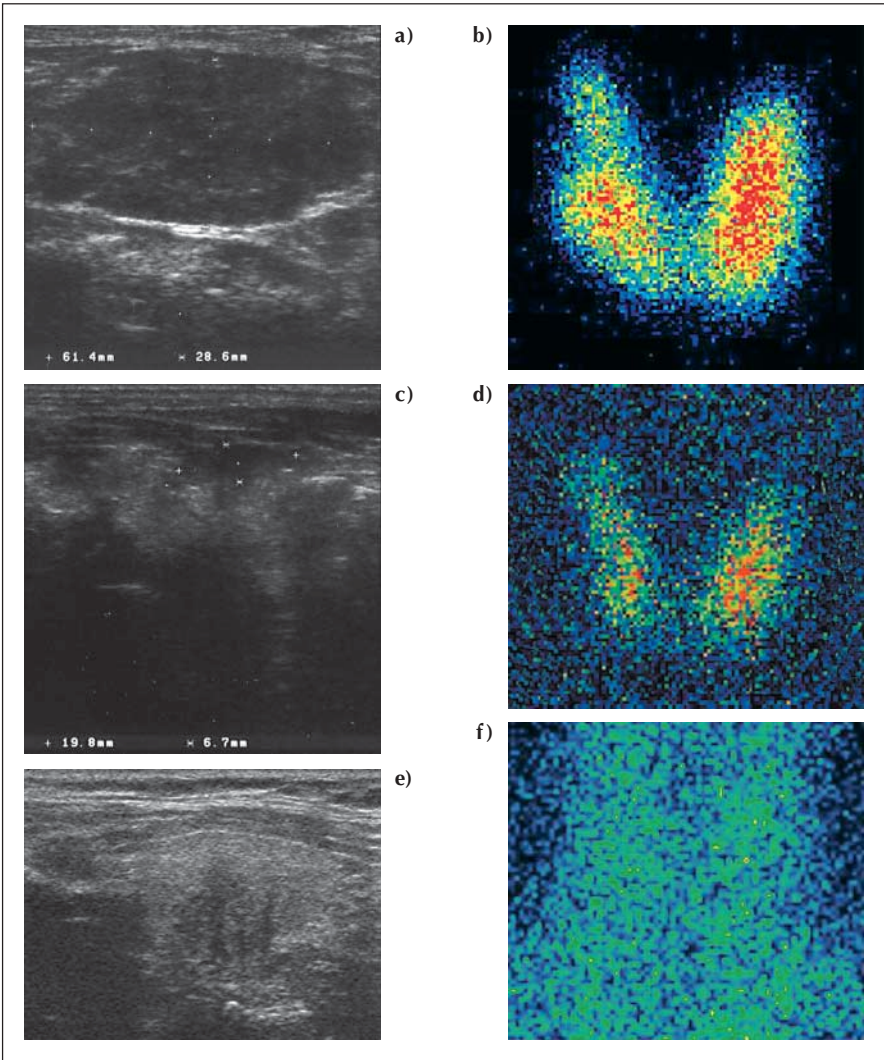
Thyreoiditis: Drei verschiedene zugrundeliegende Erkrankungen, drei verschiedene typische Befundkonstellationen. Bei der hypertrophen Form der chronischen Immunthyreoiditis Hashimoto ist die Schilddrüse vergrößert und das gesamte Parenchym zeigt sonographisch eine herabgesetzte Echostruktur (5.8.a). Im Szintigramm inhomogene, fleckige Aktivitätsaufnahme (5.8.b). Bei der atrophischen Form der chronischen Immunthyreoiditis ist auch noch in fortgeschrittenen Stadien das typische echoarme Muster im Sonogramm erkennbar (5.8.c). Im korrespondierenden Szintigraphiebild ebenfalls inhomogene Anreicherung in der Schilddrüse (5.8.d). Im Gegensatz dazu ist bei der subakuten Thyreoiditis de Quervain die Echogrundstruktur des Schilddrüsenparenchyms regelrecht und mit unscharf und unregelmäßig begrenzten echoarmen Arealen durchsetzt (5.8.e). Im Szintigramm typischerweise nahezu fehlende Aktivitätsaufnahme in der Schilddrüse (5.8.f).
